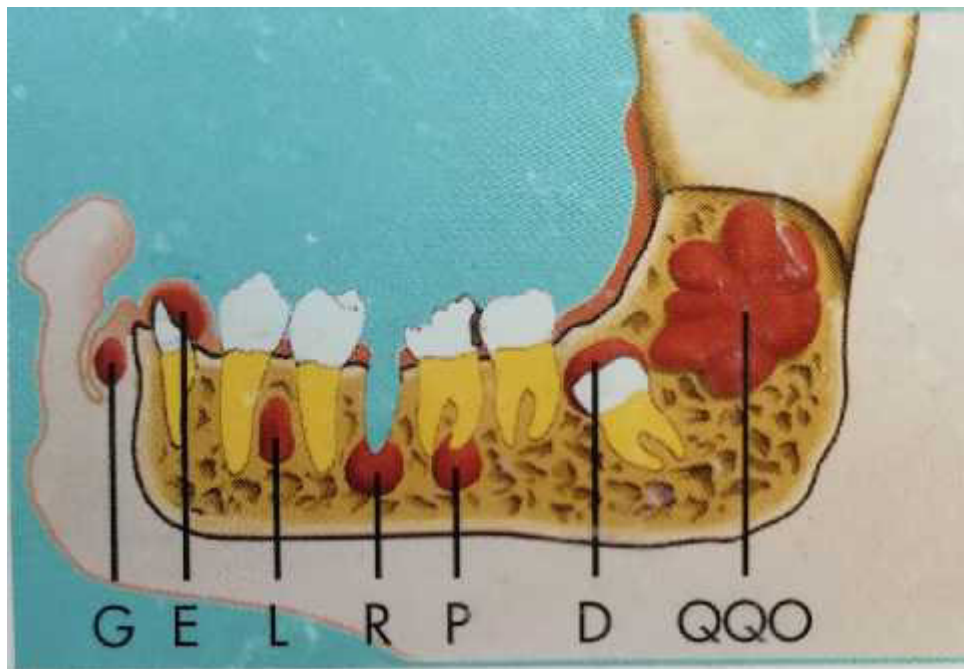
Quistes: G gingival, E de erupción, L periodontal lateral, R residual, P periapical, D dentígero, QGO queratoquiste odontógeno.⁶
